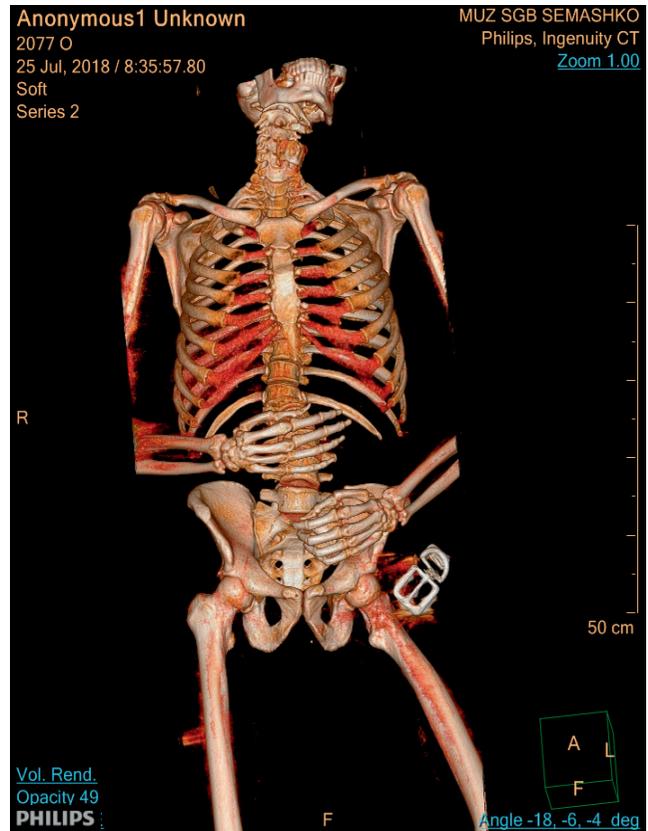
Переломы ребер у гр-на Б. (КТ-исследование)
